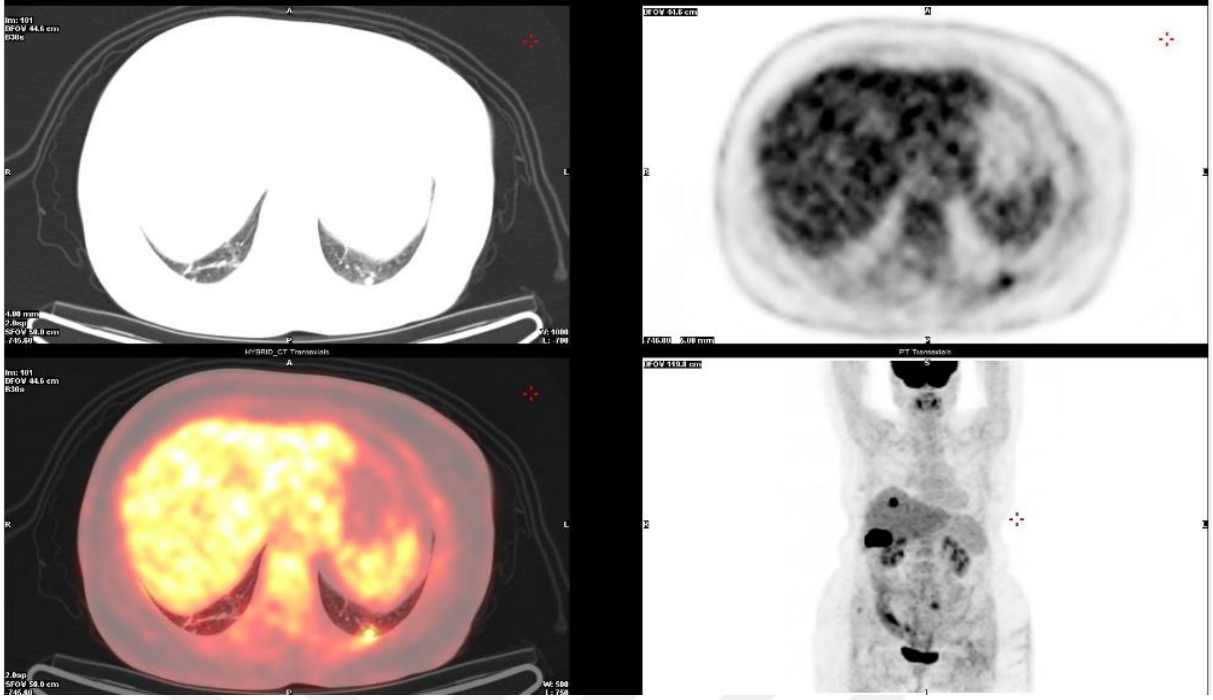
Vücut boyutunun fonksiyonu olarak atenüasyon.(PET ve PET/BT prensip ve uygulamalar (Wahl , Caner, Uğur, Bozkurt'dan alınmıştır)
